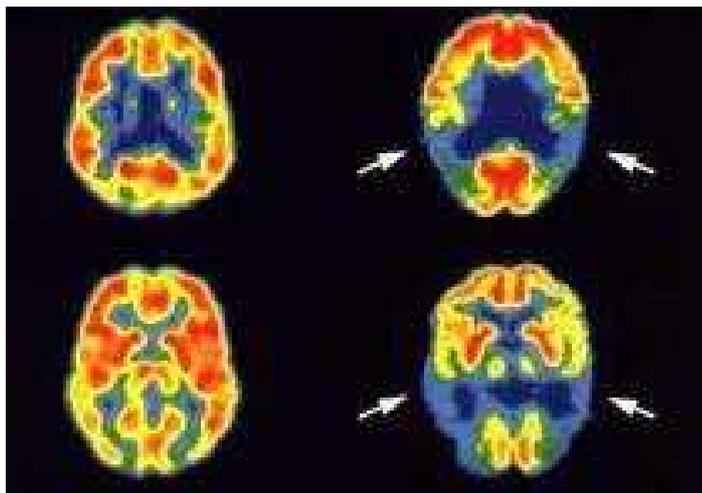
ПЭТ головного мозга
